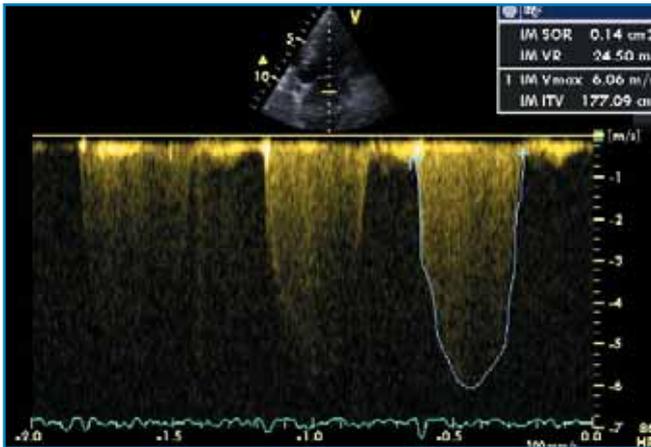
Deuxième étape de l'évaluation d'une insuffisance mitrale (IM) par méthode PISA : mesure de la vitesse maximale en mésosystole (V_{max}) du flux d'IM en Doppler continu (6,06 m/s) et calcul de la surface de l'orifice régurgitant (0,14 cm^2) – on mesure l'ITV de ce flux d'IM pour obtenir le débit régurgité (24,5 mL). En fibrillation auriculaire, il faut répéter et "moyenner" les mesures (au moins 5 mesures).
